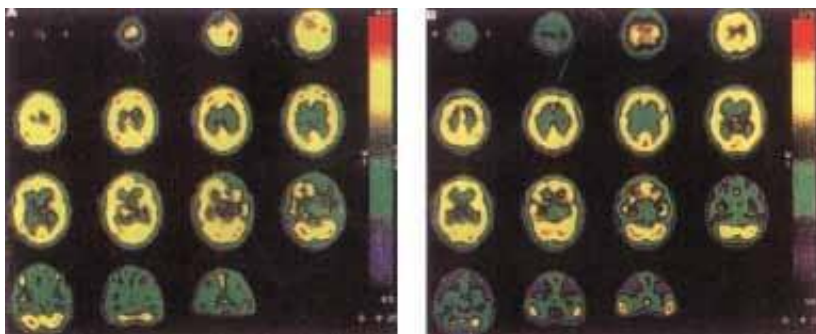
AVC ISQUÊMICO – Paciente com 84 anos de idade com AVC tromboembólico da artéria cerebral média do hemisfério cerebral direito, apresentando perda de consciência e hemiparesia esquerda. A Tomografia Computadorizada, na fase aguda, revelou-se pouco alterada, enquanto o SPECT cerebral mostrou enorme área de hipoperfusão no hemisfério direito.
